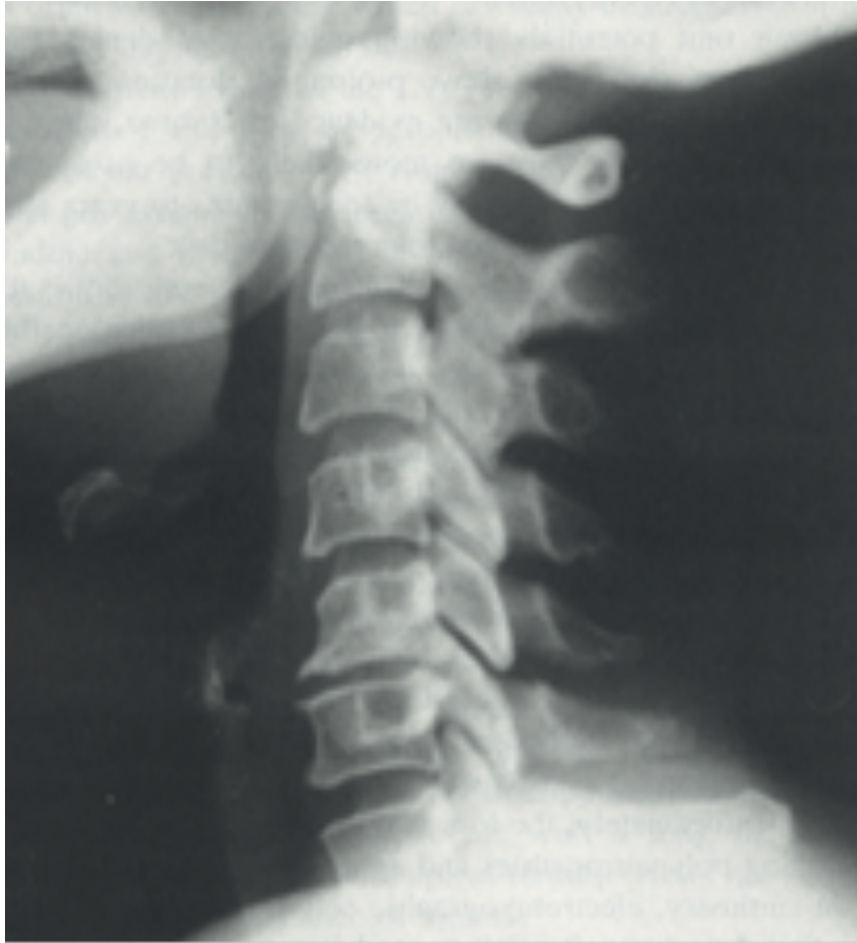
Ndryshimet spondilotike të evidentuara përmes radiografisë së kolonës cervikale
